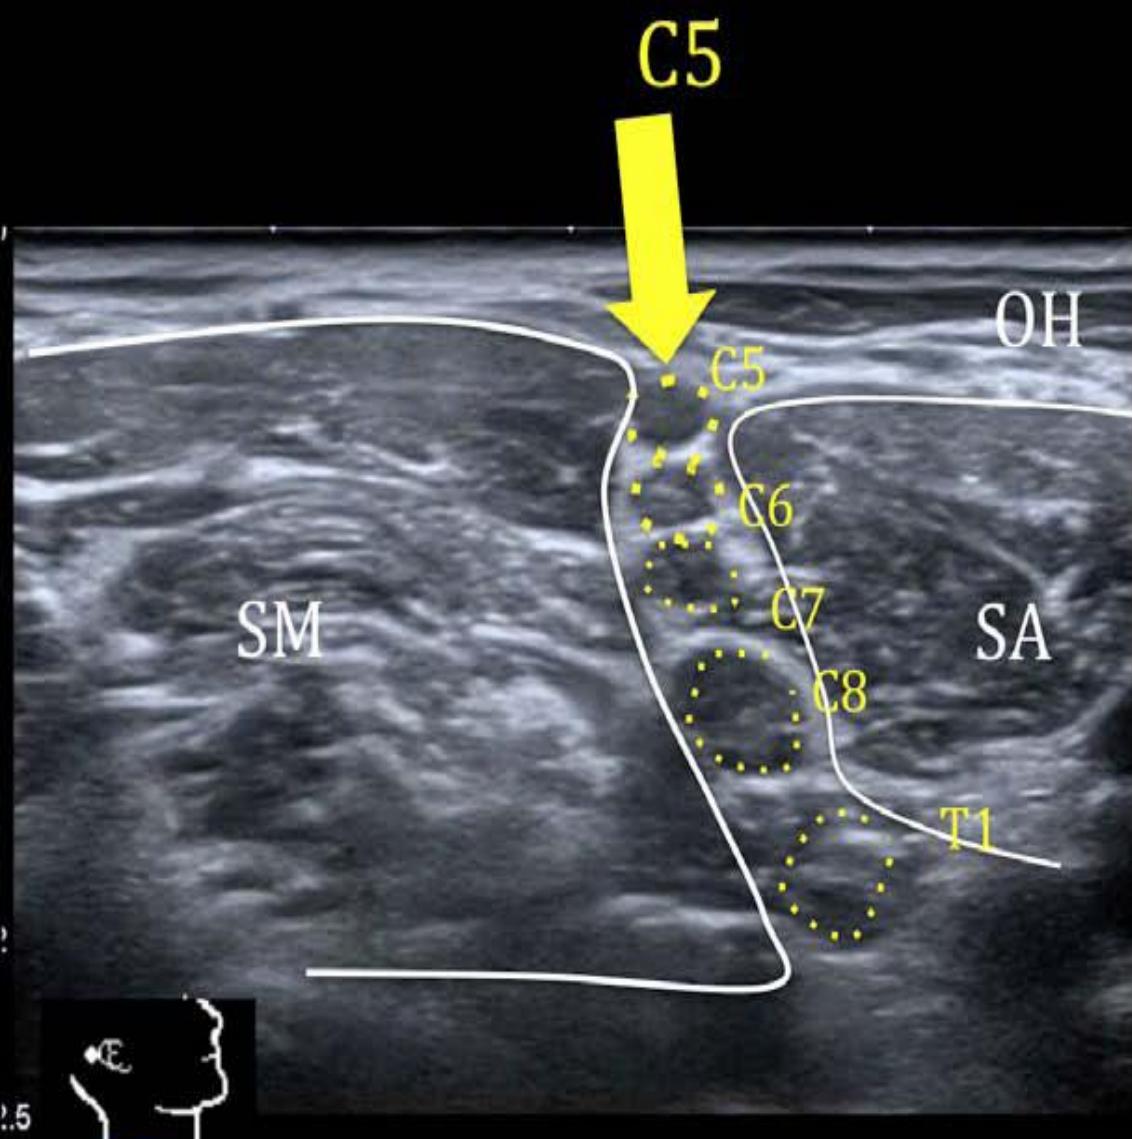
Image échographique Des racines du PB
